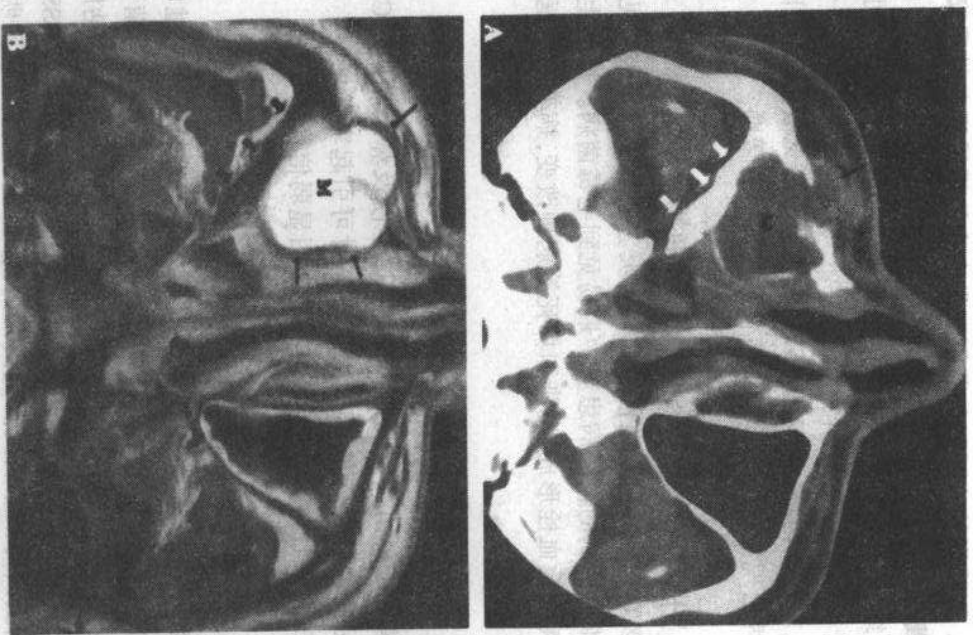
上颌窦粘液囊肿。A 轴位CT扫描像, B 轴位MRI T2WI。CT扫描显示右上颌窦腔被低密度肿块(M)充填, 内侧骨壁明显受压向内移位, 前壁部分骨质缺损(箭), 后外侧骨壁增厚(箭), 提示局部有慢性炎性病变。MRI T2WI显示粘液囊肿(M)呈明显均一强信号, 骨壁膨胀(细箭)和增厚(粗箭)
